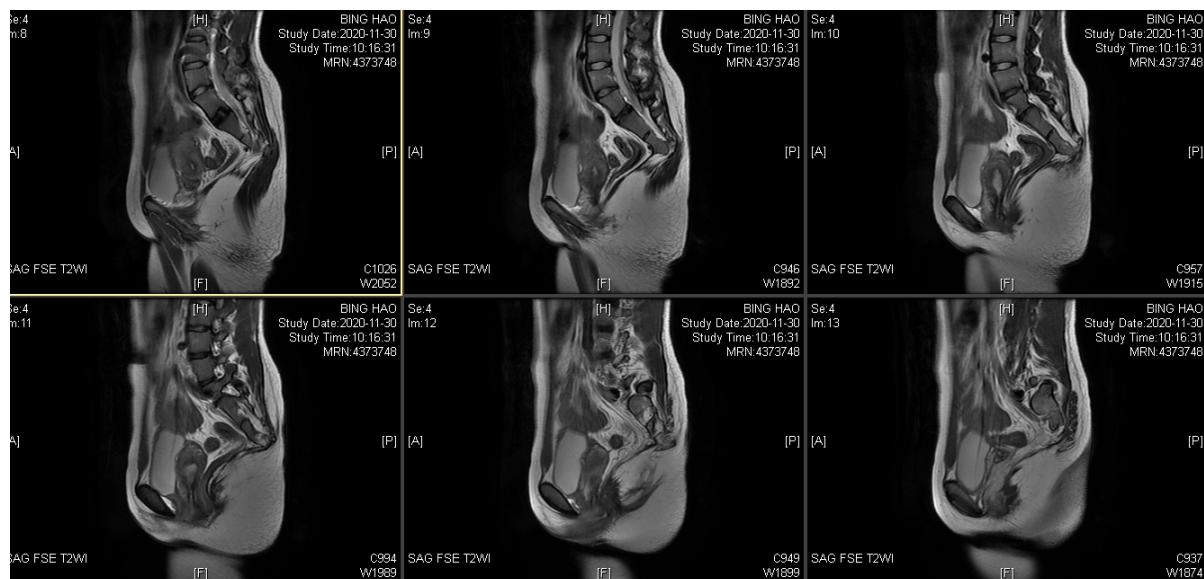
Postoperative MRI
